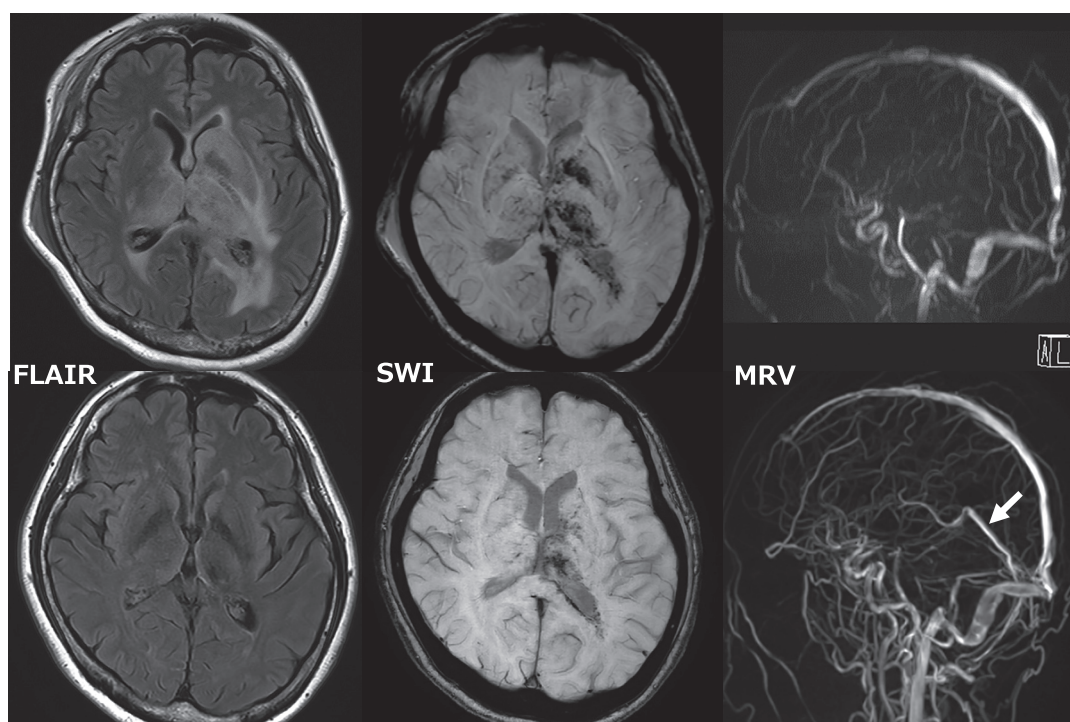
発症時(上段)と2か月後(下段)のMRI
